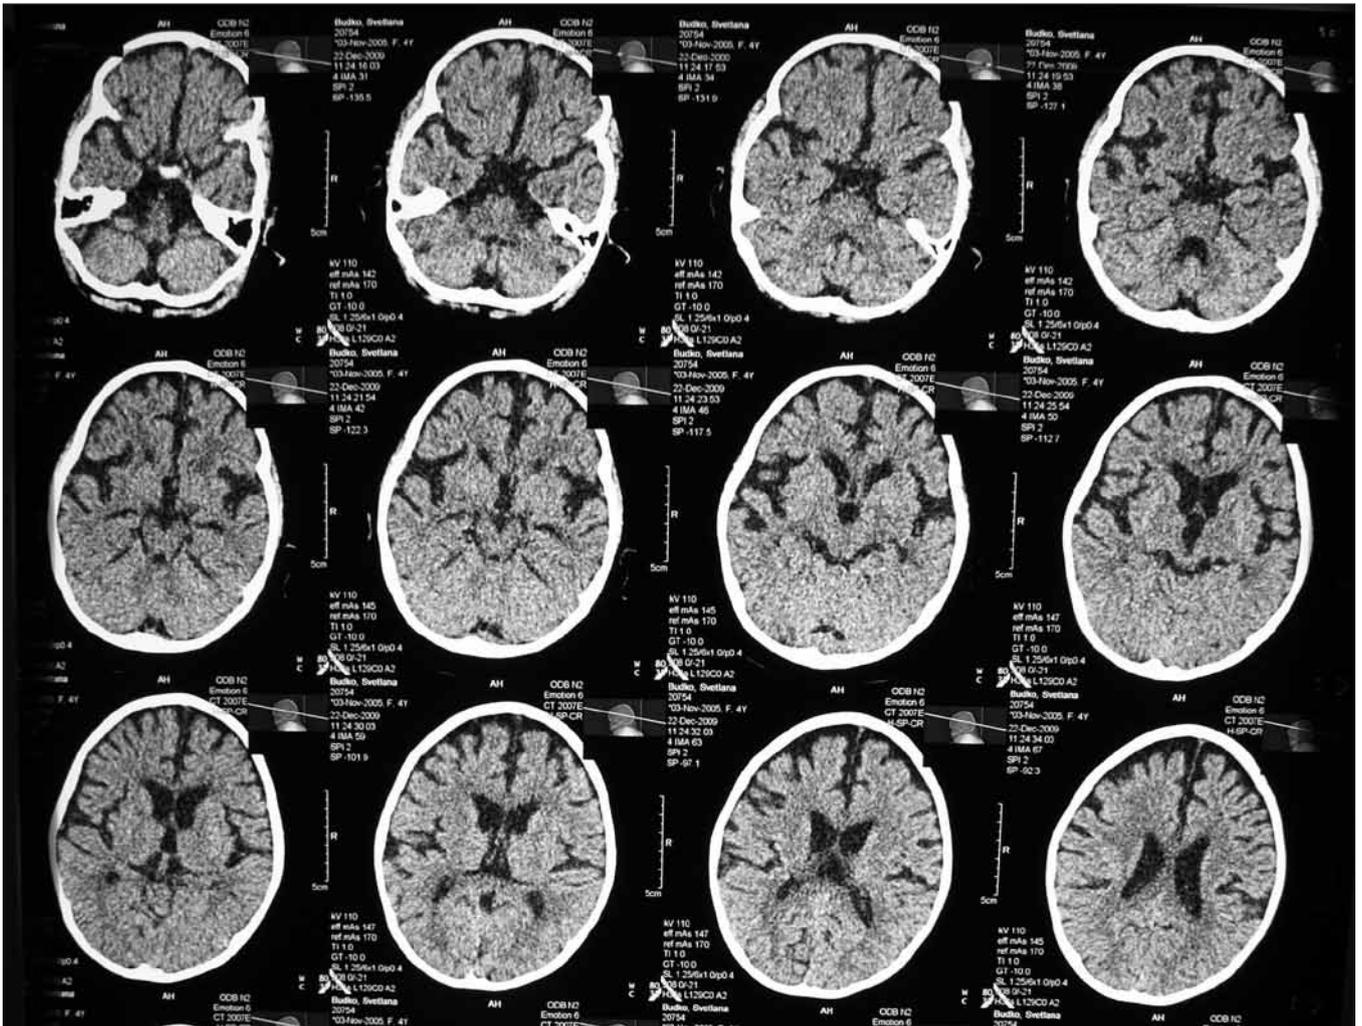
МРТ-картина головного мозга больной С.
